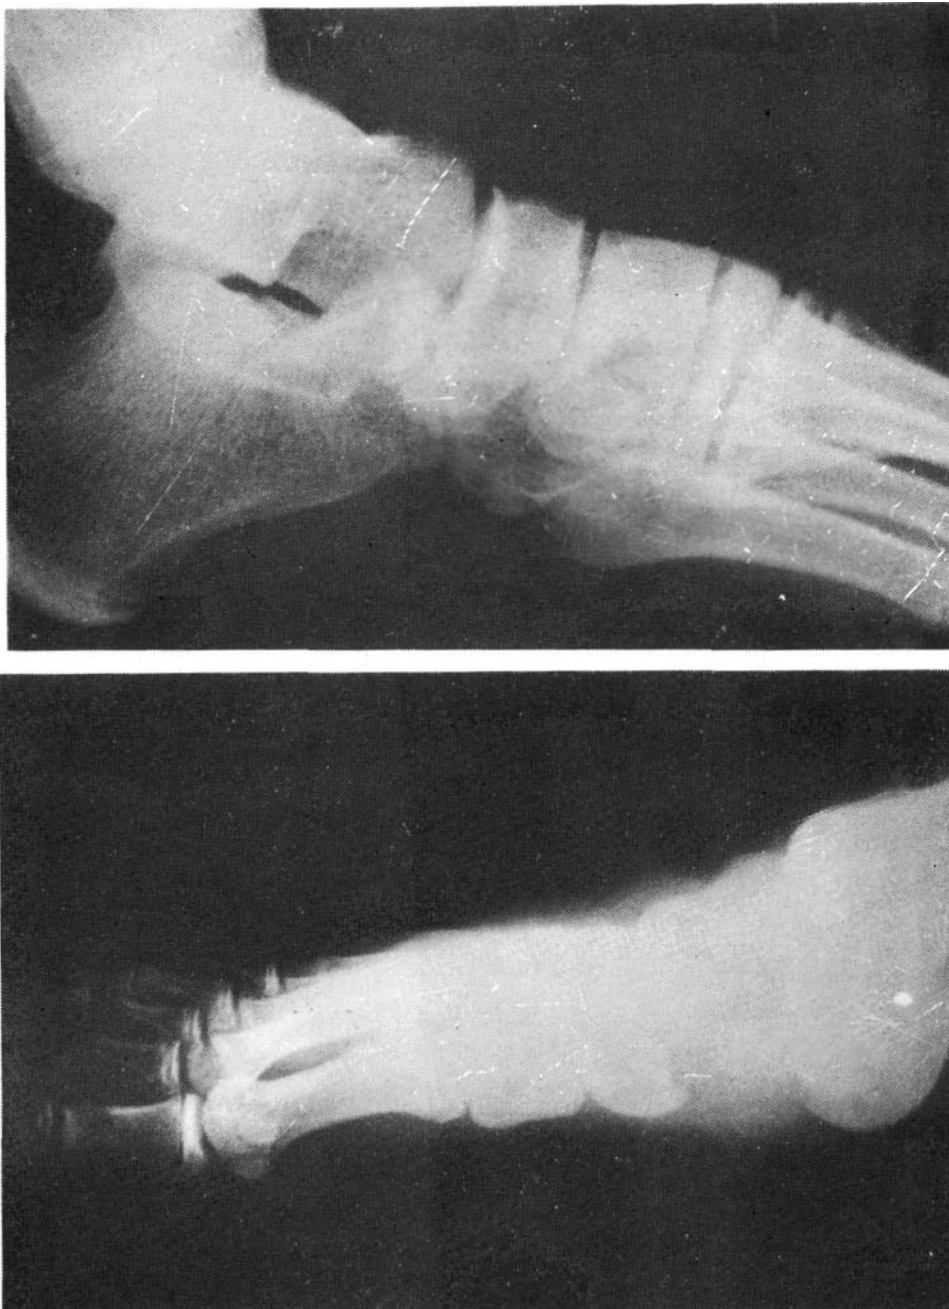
Radiografía lateral y oblícua del pie, en el que se aprecia la luxación inferior del navicular. Caso número 2.
